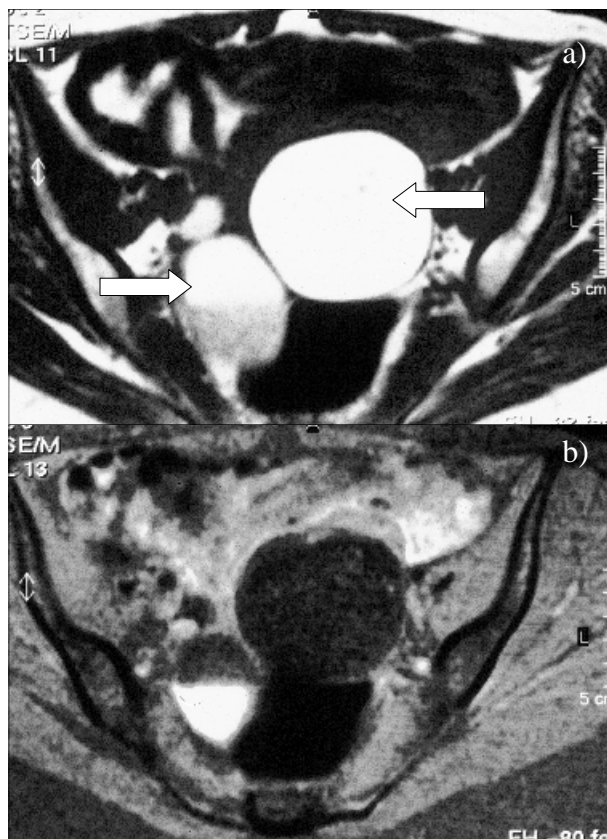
RM pélvica. a) Ponderação em T1: teratoma maduro quístico do ovário bilateral (setas). O tumor do ovário direito apresenta nível líquido-líquido com um componente hiperintenso superior e outro inferior com sinal menos intenso. O teratoma do ovário esquerdo tem conteúdo hiperintenso. b) Ponderação em T1 com supressão de gordura: o tumor do ovário direito apresenta nível líquido-líquido com o componente superior hipointenso (gordura) e o inferior hiperintenso (conteúdo aquoso mucinoso). O teratoma do ovário esquerdo apresenta-se hipointenso (gordura).
